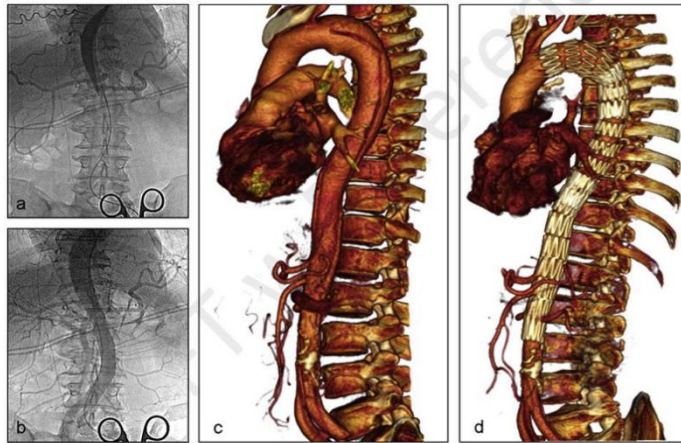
在血管内修复前 (A) 后 (B) 的血管造影成像 (左边) 显示灌注不良综合征的缓解。三维CTA (右侧) 显示对应的修补前 (C) 后 (D) 的CT血管重建图像。
